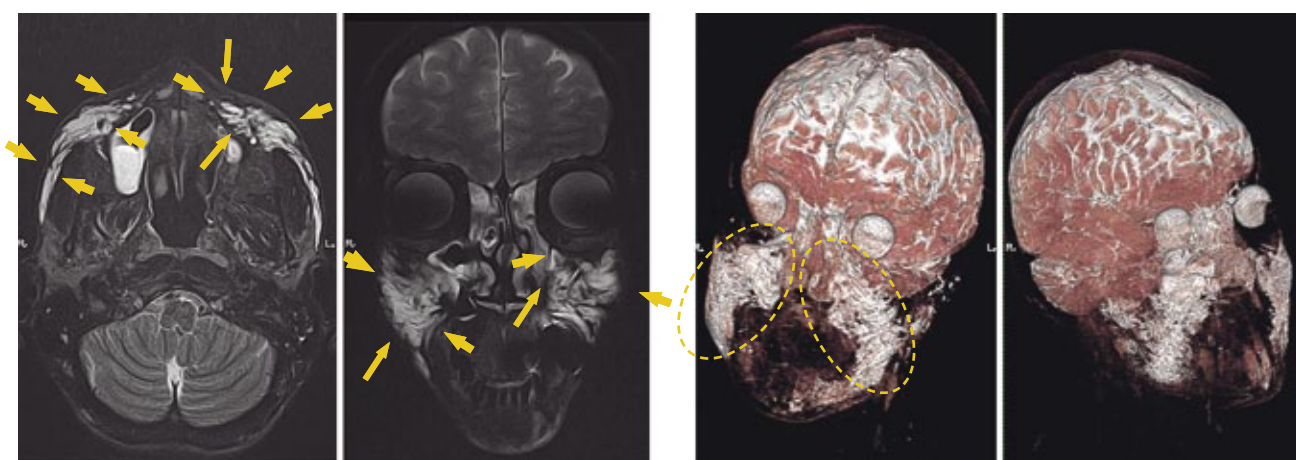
Результат МРТ через 2,5 года после инъекций (по состоянию на 2017 г.). Стрелками и обводкой показаны места присутствия ранее введенного филлера
